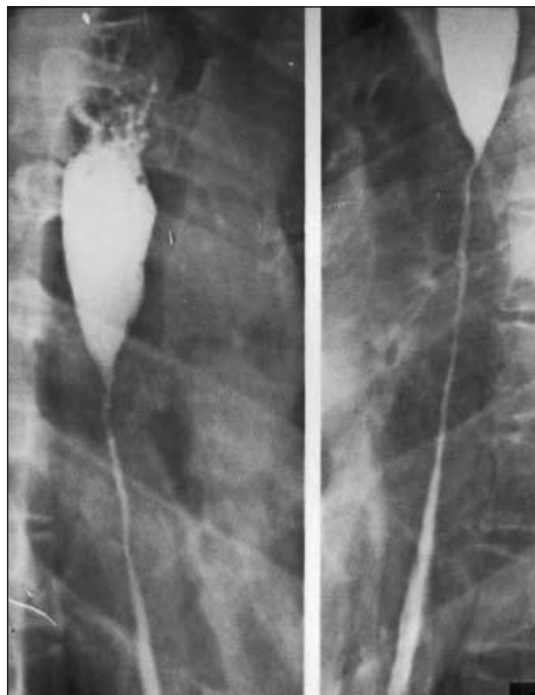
Рентгеноскопия пищевода при рубцовом сужении
